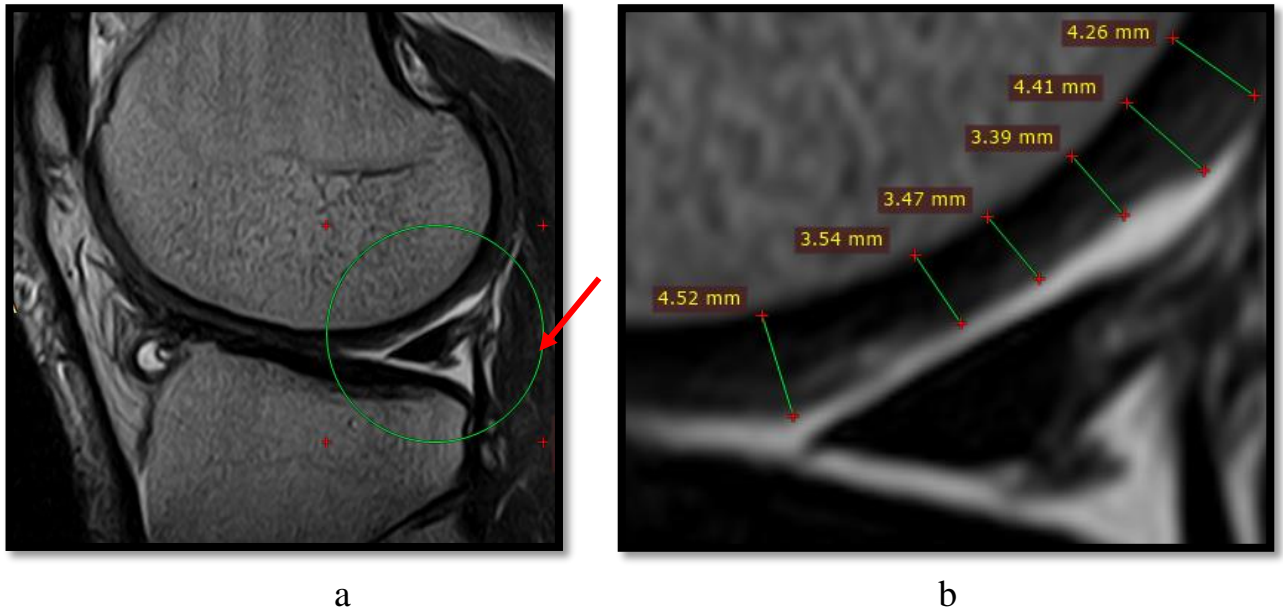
Данные повторной МРТ у пациента Б: а – общая картина; б – увеличенный масштаб с измерением толщины хряща
